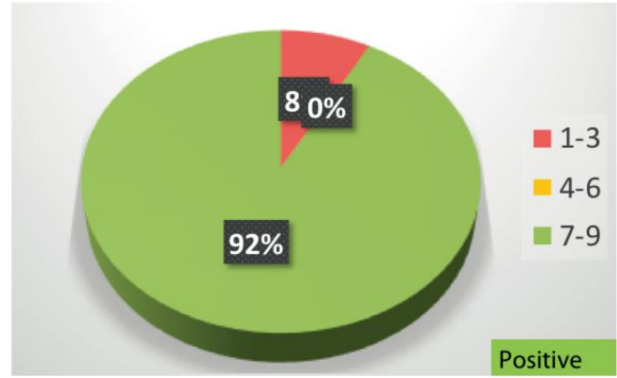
德尔菲:出于二级医疗/耳鼻喉科手术治疗的目的,是否认可使用此前 3 个月内所行的 CT。
